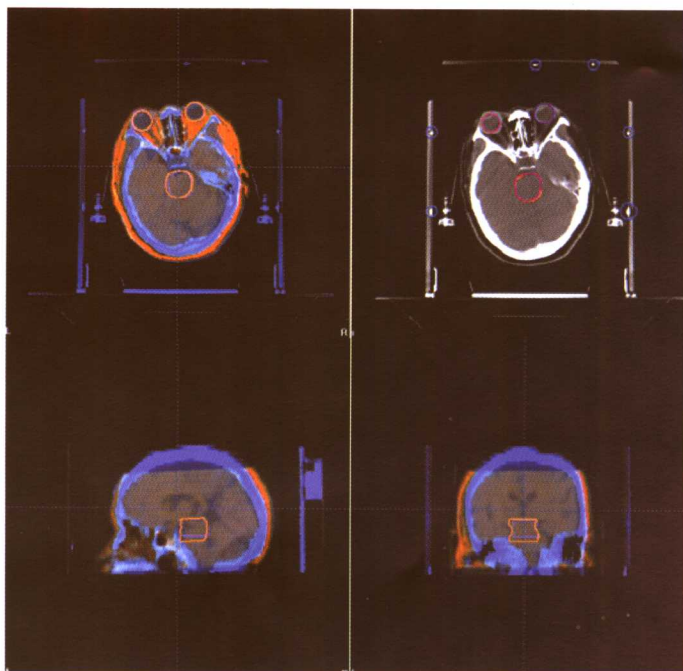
Brain Scan 治疗计划系统图像自动融合软件将 CT 与 MRI 图像中所勾画的器官轮廓匹配进行融合
